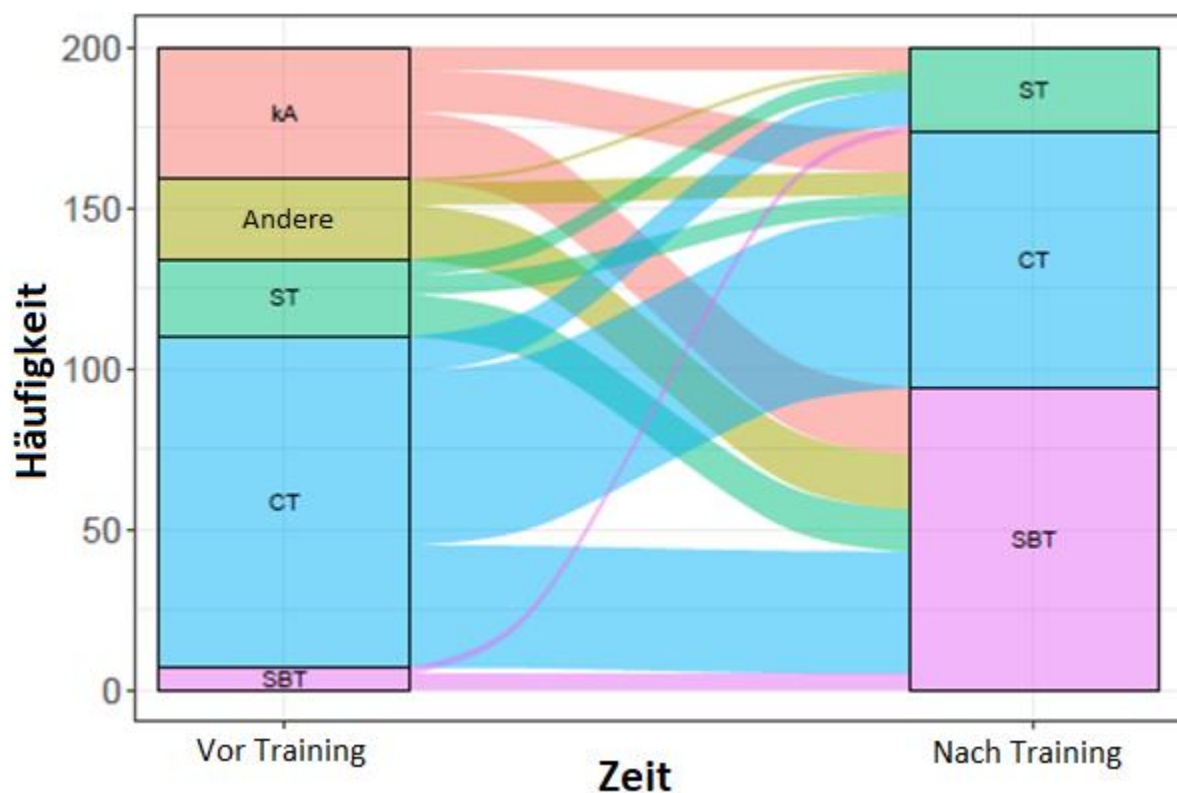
Wechselströme der angegebenen bevorzugten Techniken der 200 Studienteilnehmenden im Vergleich vor (links) vs. nach (rechts) dem Training. kA = kannte vor der Studie keine Technik (rot), Andere = andere Technik (gelb), ST = Seldinger-Technik (grün), CT = Chirurgische Technik (blau), SBT = Skalpell-Bougie-Technik (lila). Quelle: Erstellt mit SPSS Statistics 27 (IBM, New York, USA)
